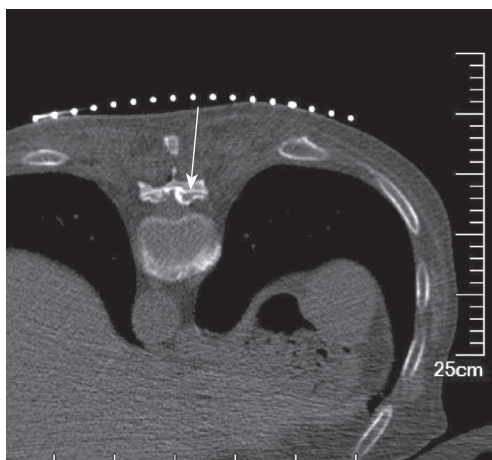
利用 CT 平扫,以骨化的黄韧带为靶点,精准设计穿刺路径(白色箭头所示)
